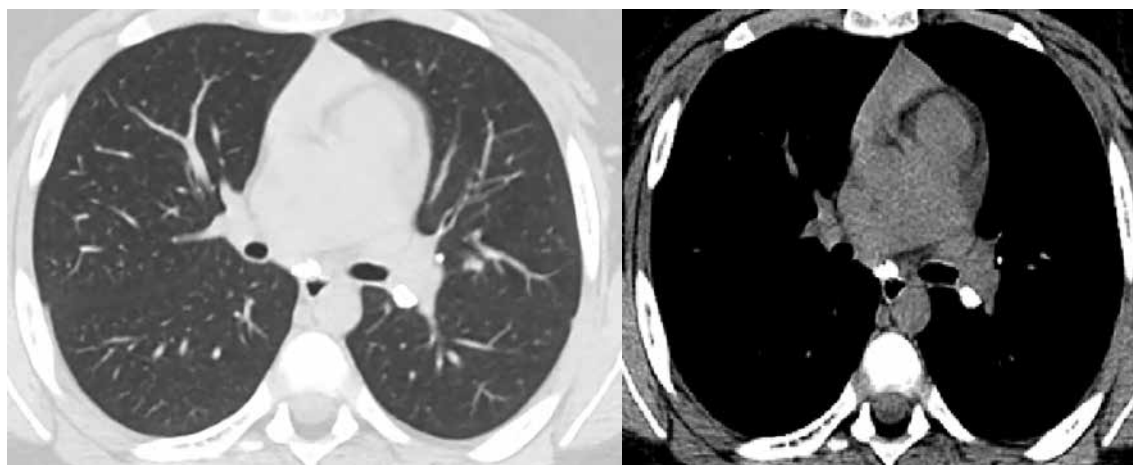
Компьютерная томограмма органов грудной клетки ребенка Б., 8 лет. Обызвествления в бифуркационных и бронхопульмональных лимфатических узлах слева
